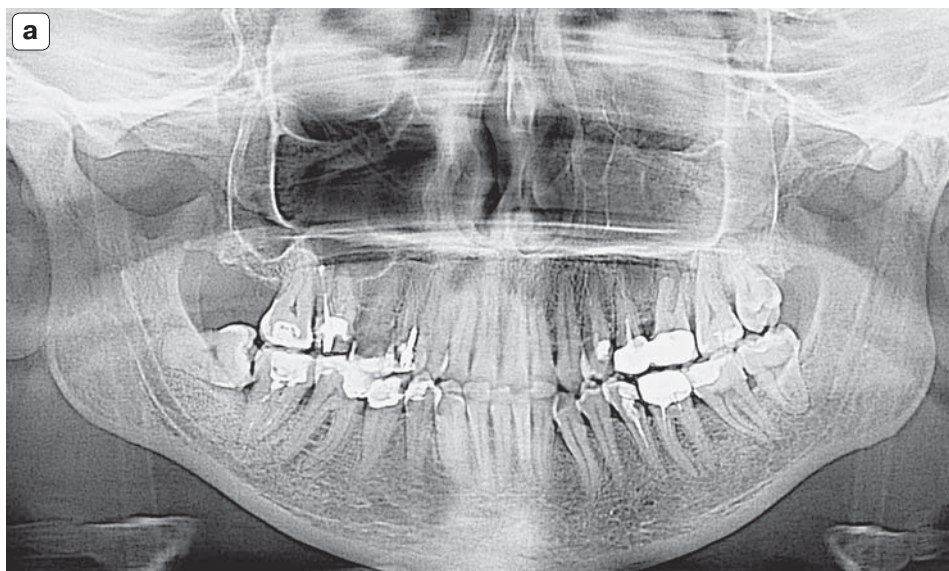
Рентгенодиагностические изображения пациента 28 лет. а – ортопантомограмма, в периапикальной области зуба 3.5 периодонтальная щель расширена, определяется участок разрежения костной ткани со склерозирующим ободком вокруг него (хронический гранулематозный периодонтит); б – фрагмент конусно-лучевой компьютерной томограммы в кососагиттальной плоскости, периапикальная область зуба 3.5 без признаков патологических изменений.
